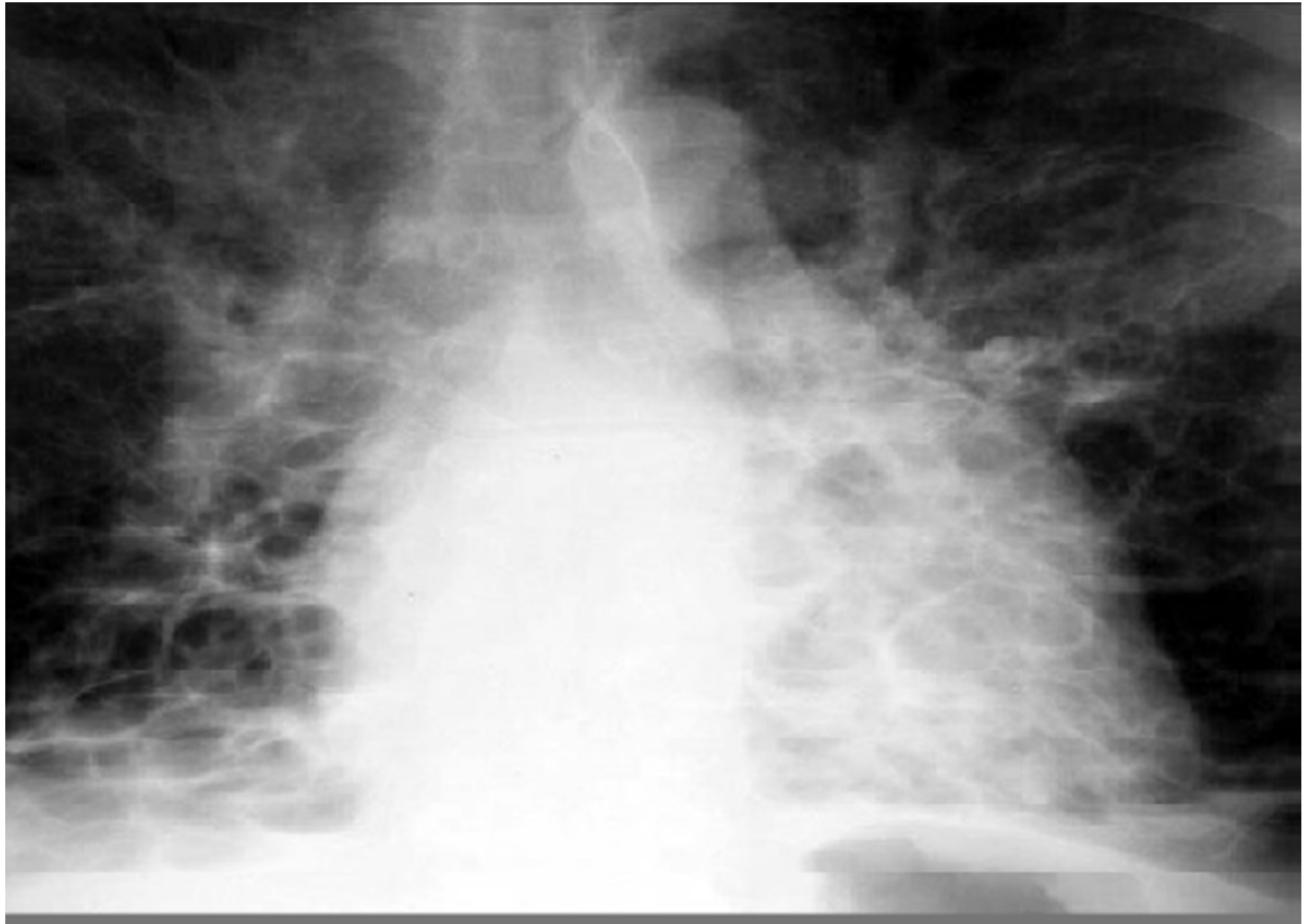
Radiographie thoracique de face : dilatation des bronches de type kystique
